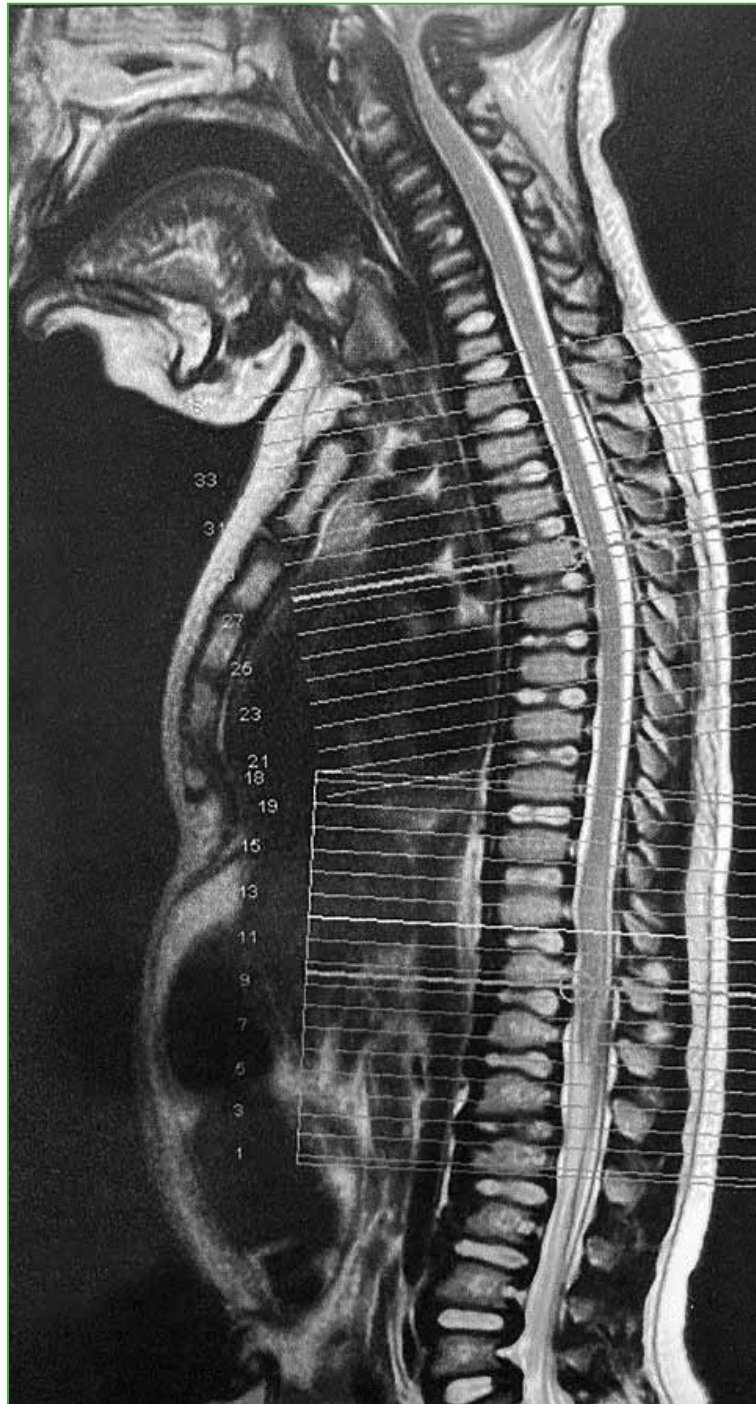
Resonancia magnética de columna vertebral completa, corte sagital. Se observan el desplazamiento a posterior del núcleo pulposo, la displasia de los cuerpos vertebrales y una disminución del diámetro espinal en C0-2.
